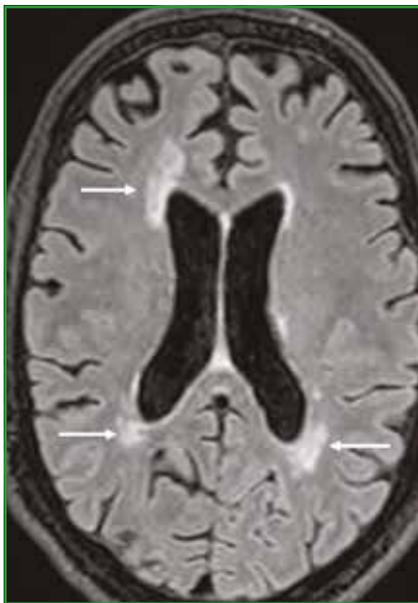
Hypersignaux FLAIR de la substance blanche périventriculaire, confluents, correspondant à une leucopathie microvasculaire Fazekas 2.
